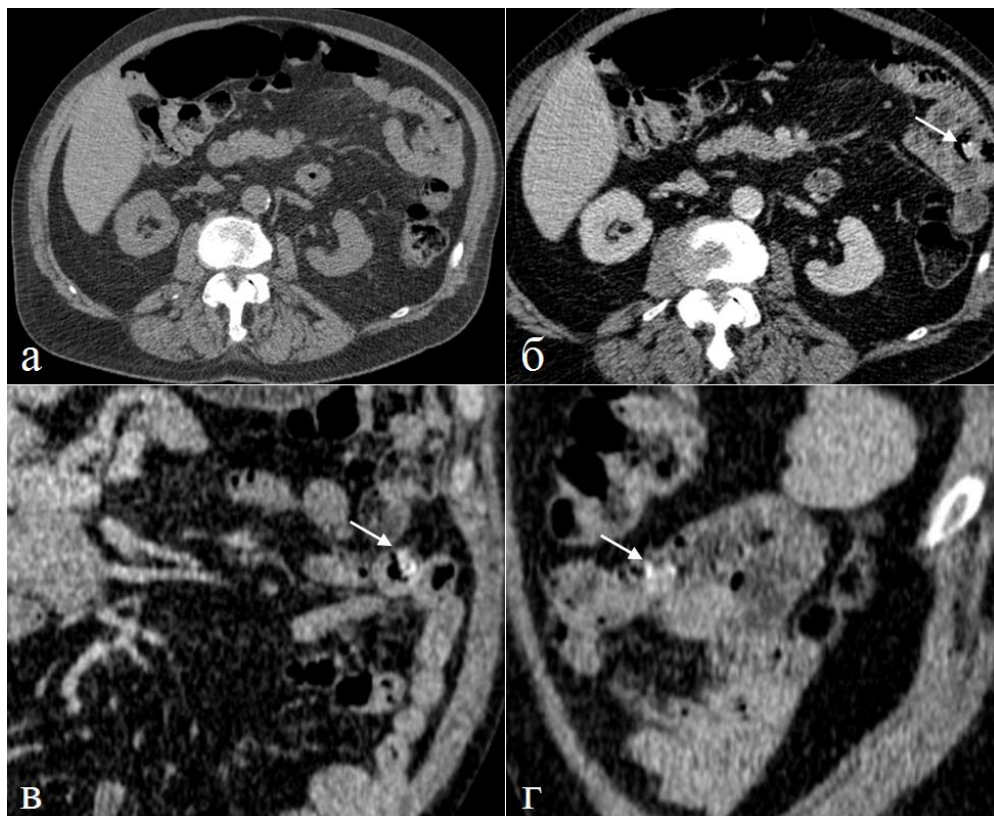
Больной 74 лет. Гемангиома тощей кишки, рецидивирующее кишечное кровотечение. а) Нативное исследование, б) паренхиматозная фаза контрастного усиления, в) увеличенный фрагмент аксиальной томограммы, г) увеличенный фрагмент сагиттальной реконструкции. При контрастном усилении в стенке тощей кишки определяется образование, активно накапливающее контрастный препарат – сосудистая опухоль (стрелки).
